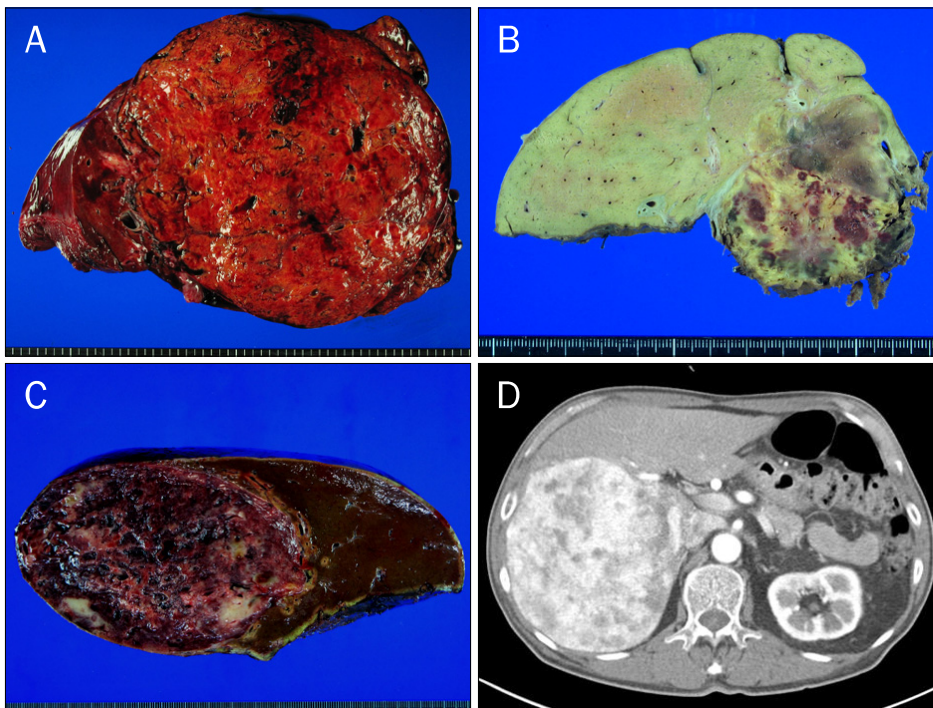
Gross and radiologic findings of hepatic angiomyolipoma. (A-C) Well-defined ovoid soft masses were identified on the hepatic parenchyma with variable sizes and colors. (D) A well demarcated hypervascular mass was identified in the posterior segment of the right lobe (CT, enhanced).
